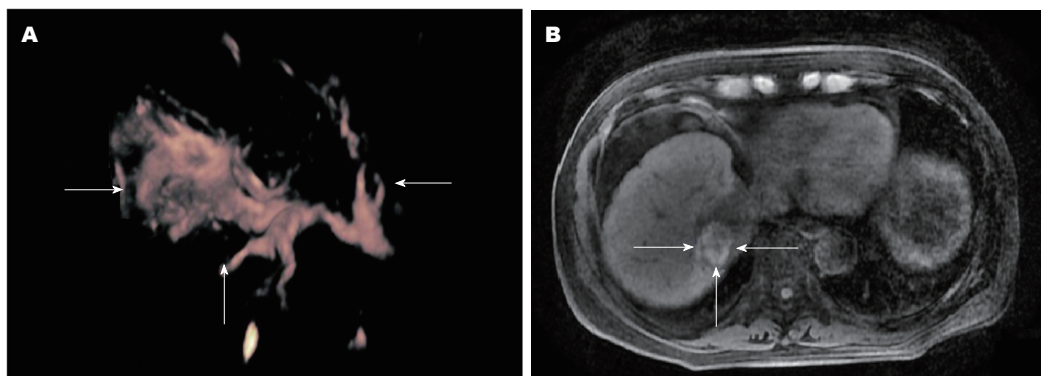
动态三维超声造影及增强磁共振成像对残留肿瘤成像。A: 三维超声造影显示动脉期病灶残留组织呈高增强; B: 增强磁共振成像显示动脉期病灶边缘存在高增强区。
